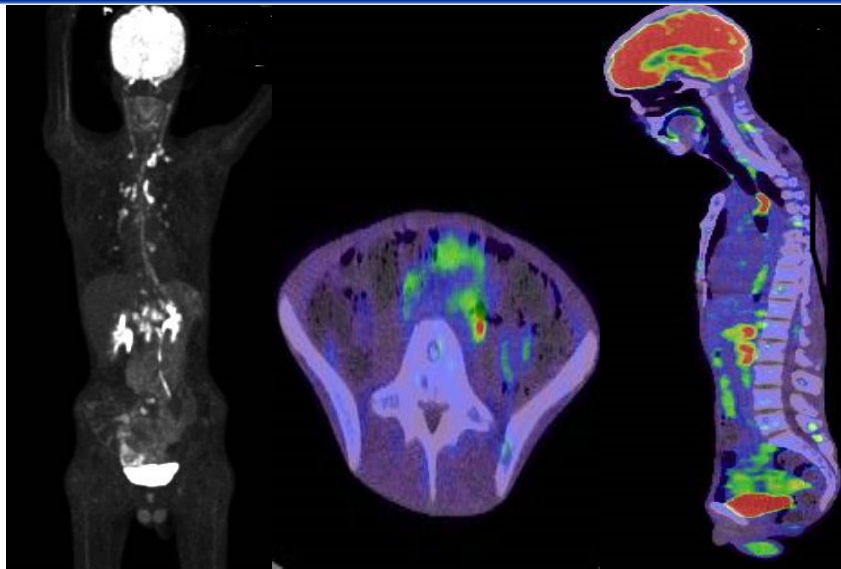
PET-FDG con el uso de ^{18}F -fluorodeoxiglucosa. Nótense múltiples linfadenopatías hipermetabólicas intratorácicas e intrabdominales, así como lesiones metastásicas a nivel de la columna y el hueso coxal izquierdo.
